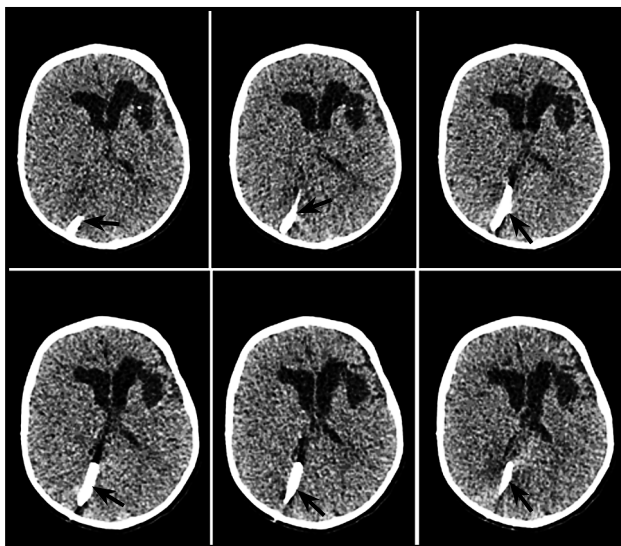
КТ головного мозга ребенка И., 7 месяцев, от 18.05.12, на которых визуализируется вентрикулярный отдел шунта в области правого заднего бокового желудочка (черная стрелка) и зона кистозно-глиозных изменений в левой лобно-височной области
